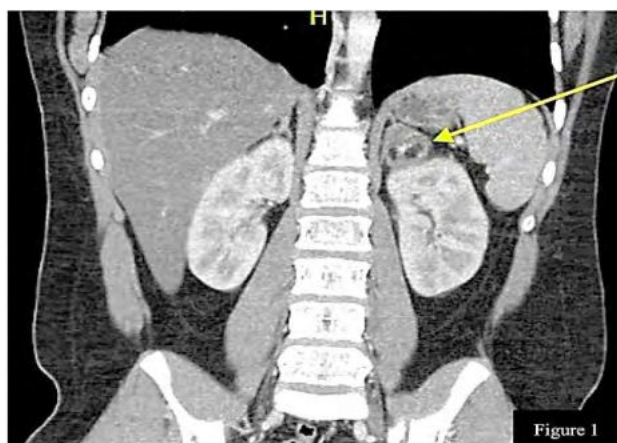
Аденома надпочечника 14-летнего подростка (данные КТ, жёлтые стрелки). Клинические проявления – боль в животе (болевой (абдоминальный) синдром) (Mc Rae J.J.L.H., 2020)
